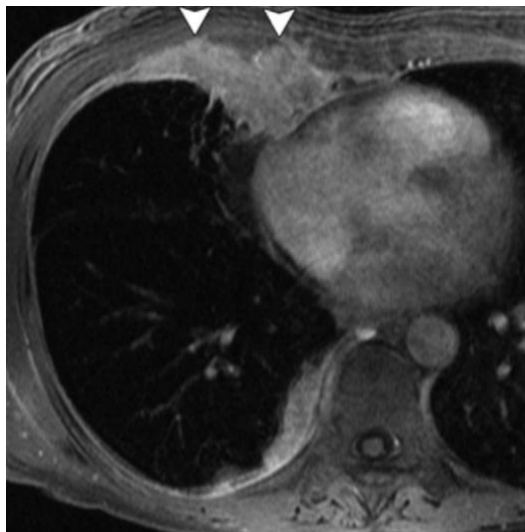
Masculino de 48 años con invasión focal de la pared torácica por MPM. La imagen de RM en T1 axial contrastada, a nivel de la unión cavoatrial muestra aumento del tejido blando en el hemitórax derecho, con invasión focal de la pared torácica anterior derecha (puntas de flecha) y grasa mediastínica anterior y engrosamiento pleural en el hemitórax derecho posterior.
